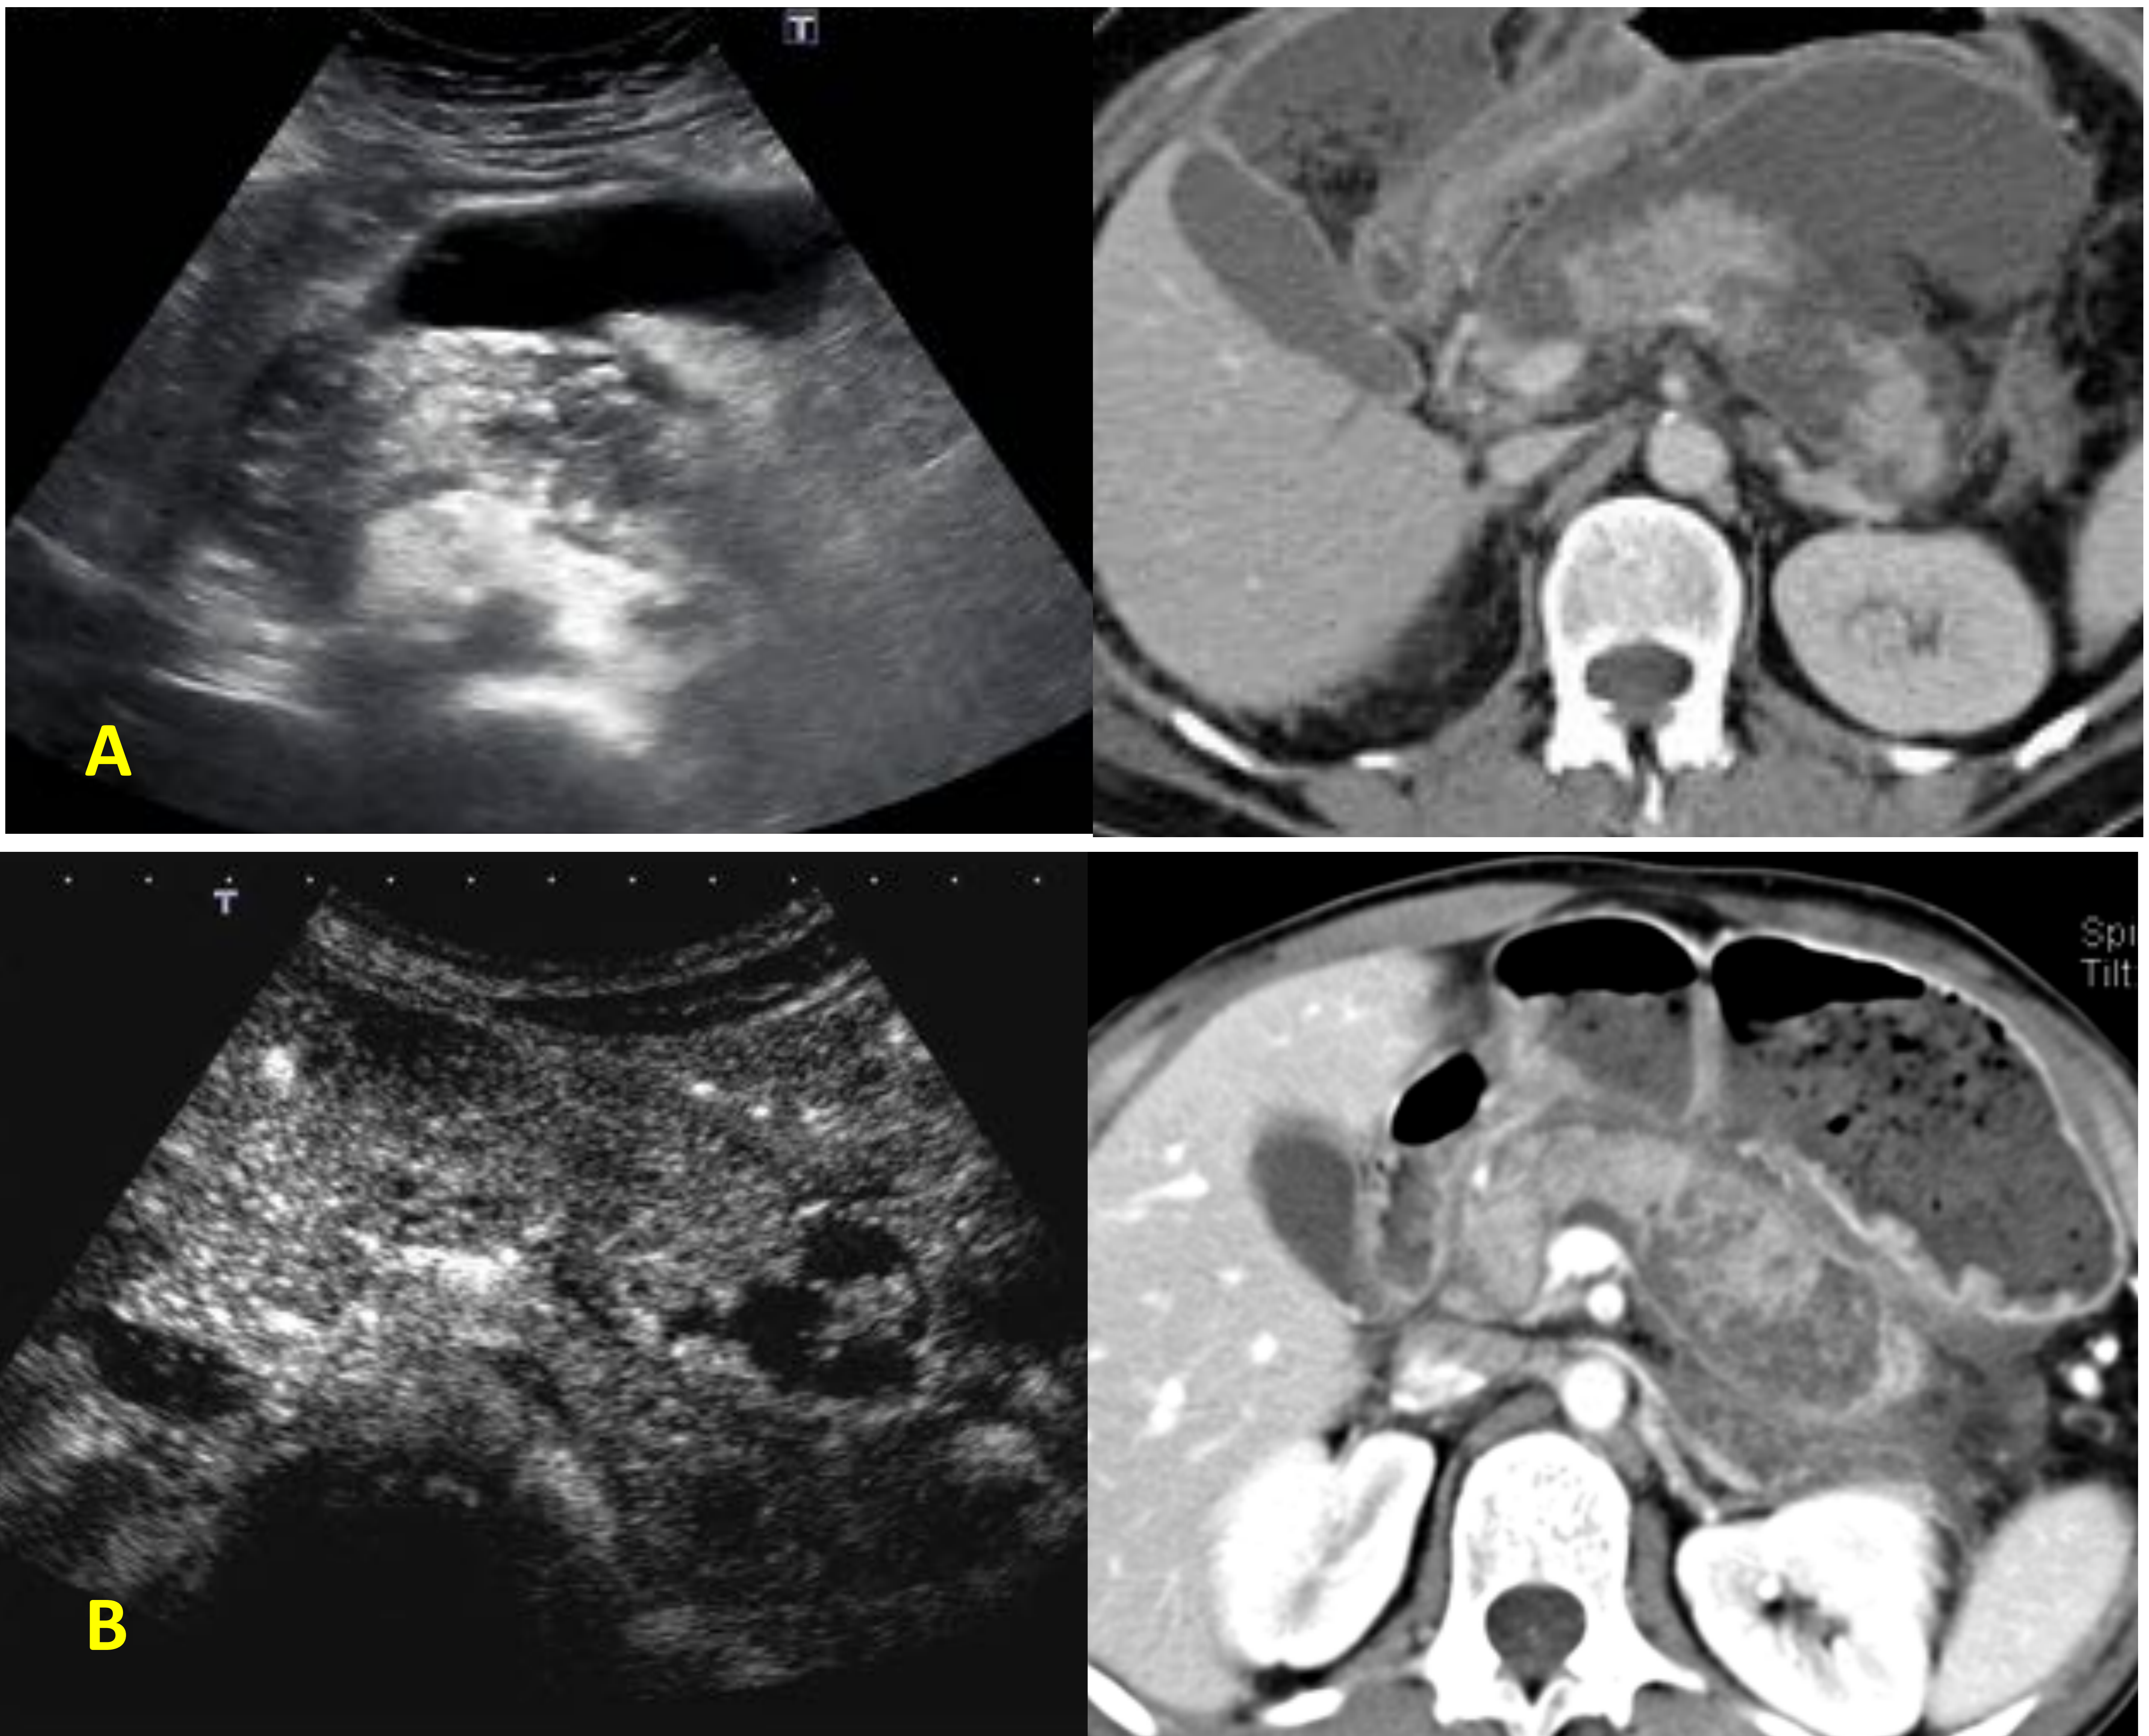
A: Foco hipoeoico en glándula pancreática en relación con foco de necrosis pancreática. *Correlación con TC con contraste iv.*
